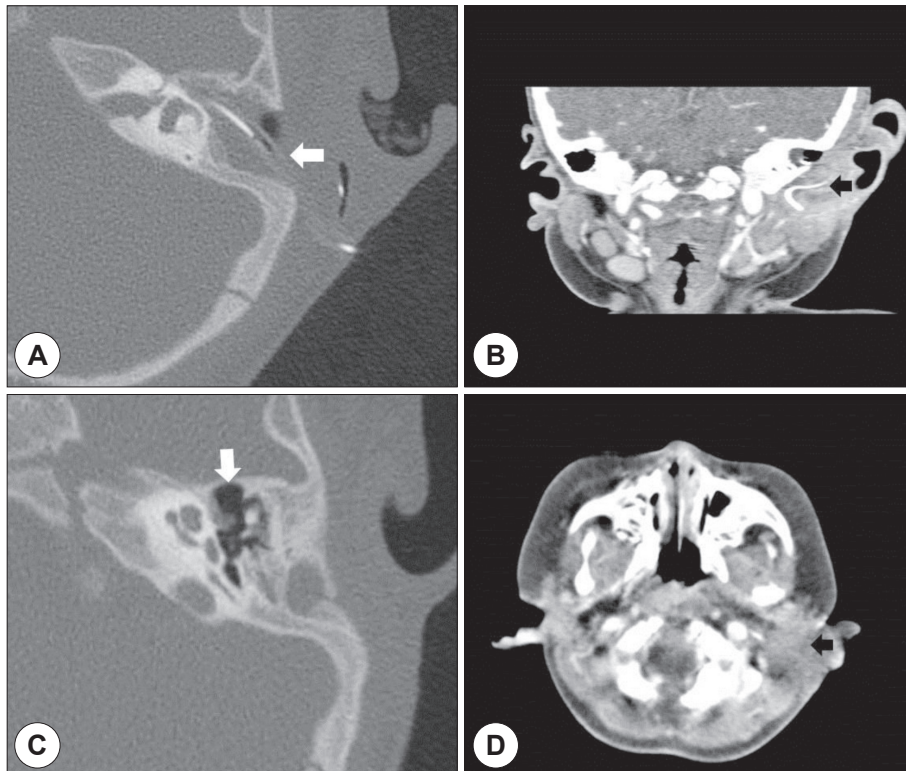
Postoperative findings. A : Axial CT scan showed the silastic drainage state in mastoid and tympanic cavity after 3 days of postoperation (white arrow). B : Contrast enhanced coronal CT scan showed silastic drainage state in left cervical abscess area after 3 days of postoperation (black arrow). C : Axial CT scan of temporal bone showed aeration of middle ear cavity after 3 weeks of postoperation (white arrow). D : Contrast enhanced coronal CT scan showed no abscess in left cervical area after 3 weeks of postoperation (black arrow).
